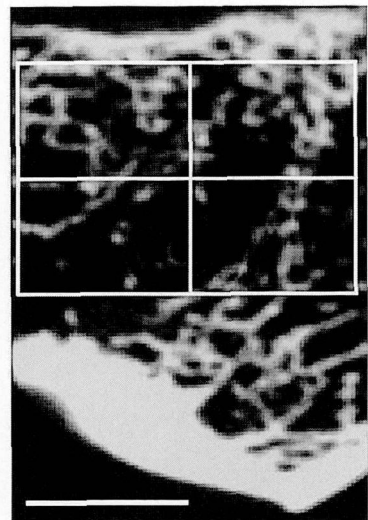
下顎骨無歯顎部の  $\mu$ CT 画像と ROI の設定。
